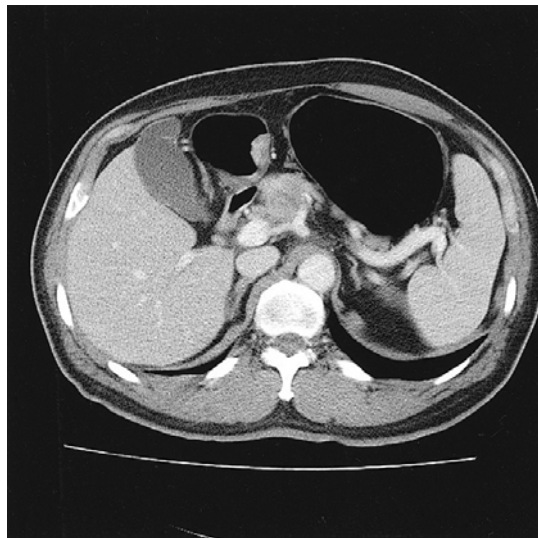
The abdominal CT scan shows a small fungating intraluminal mass (2.4×1.2 cm in diameter) in the posterior wall of the gastric antrum, and two enlarged lymph nodes (2.7×2.2 cm and 3.0×3.3 cm in diameter, respectively) along right gastroepiploic vein and in the right suprapancreatic region.
